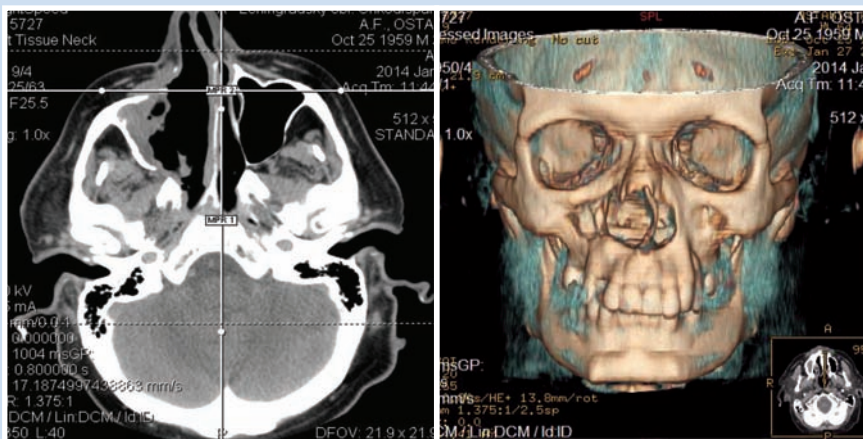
Компьютерная томография головы через 3 месяца после операции
